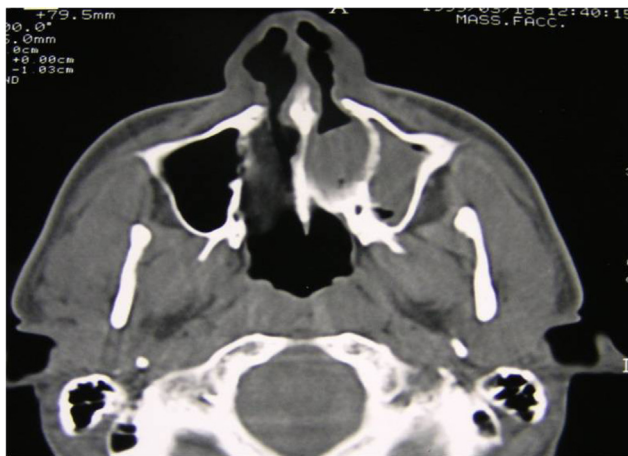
TC axial, atresia de coana óssea esquerda monolateral.
